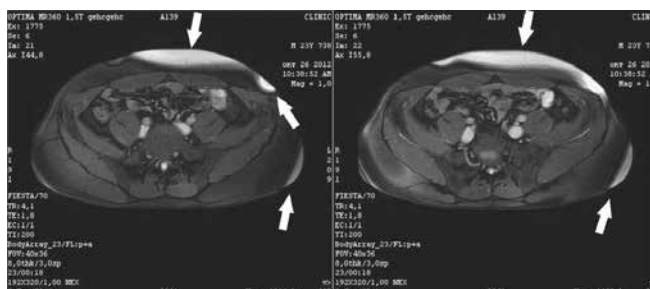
МРТ мягких тканей туловища пациента X., 23 лет, с болезнью Деркума. Участки инфильтративного скопления жировой ткани на боковой поверхности туловища и спине (указаны белыми стрелками)
